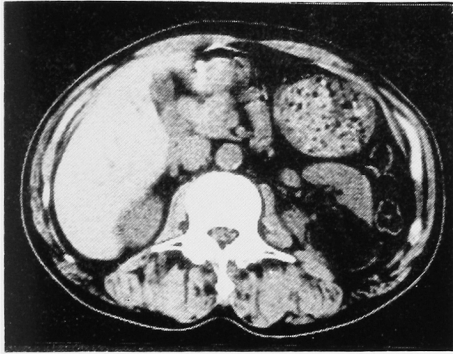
症例3のL₁の高さのCT像。左腎外側に脂肪と同一の density を示す腫瘍が存在する。
